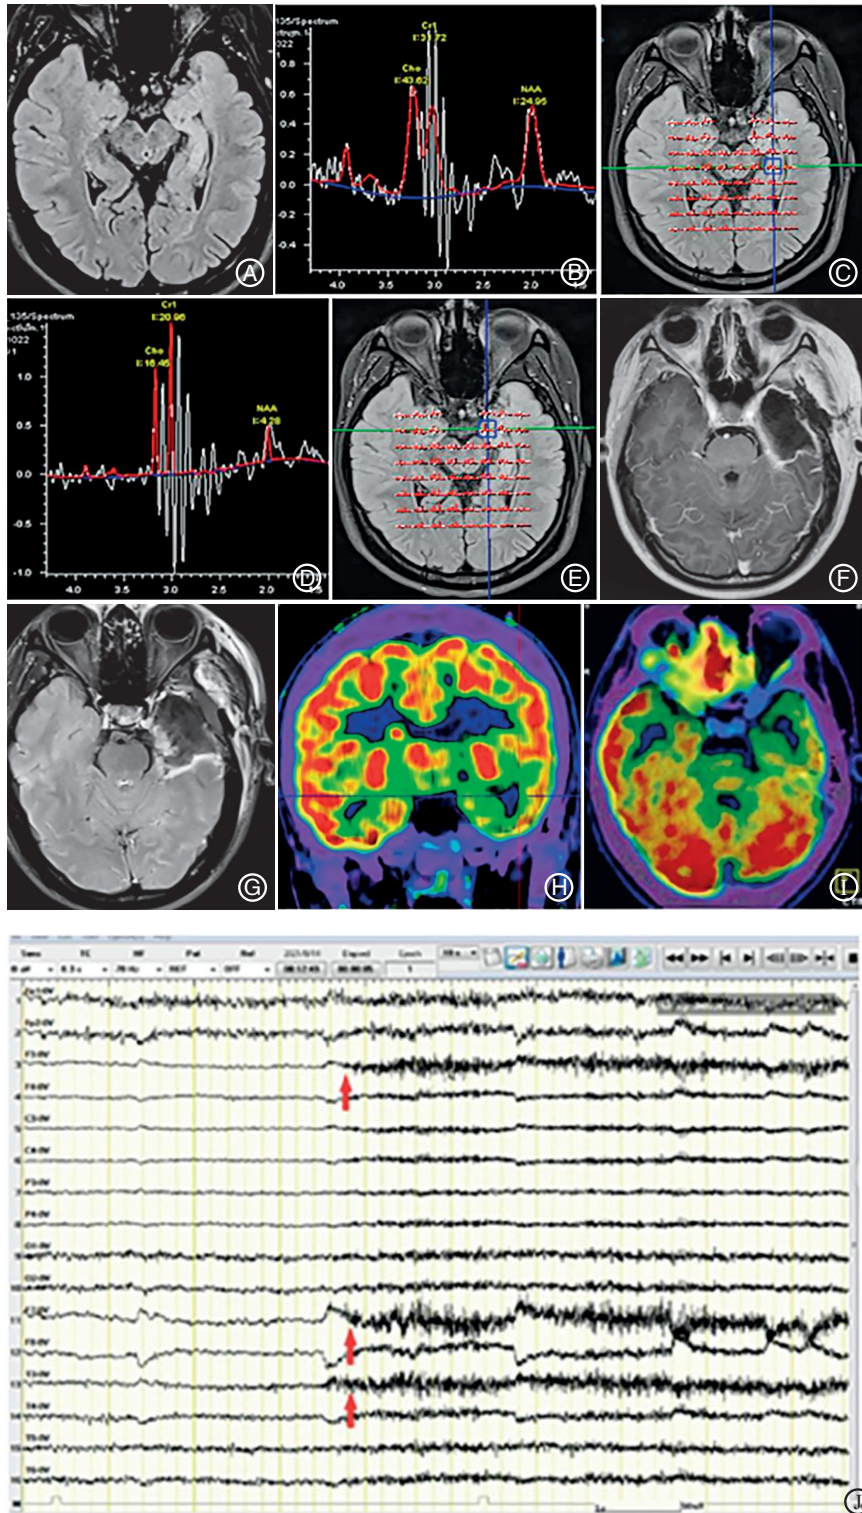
A: MRI T₂-FLAIR 左侧海马体积缩小、信号增高; B: MRI 左侧海马体部波普分析; C: MRI 左侧海马体部波普分析点; D: MRI 左侧海马头部波普分析; E: MRI 左侧海马头部波普分析点; F~G: 左侧颞叶海马切除术后 MRI; H: PET-CT 冠状位左侧颞叶及内侧结构代谢减低; I: PET-CT 左侧颞叶及内侧结构代谢减低; J: 脑电检测
